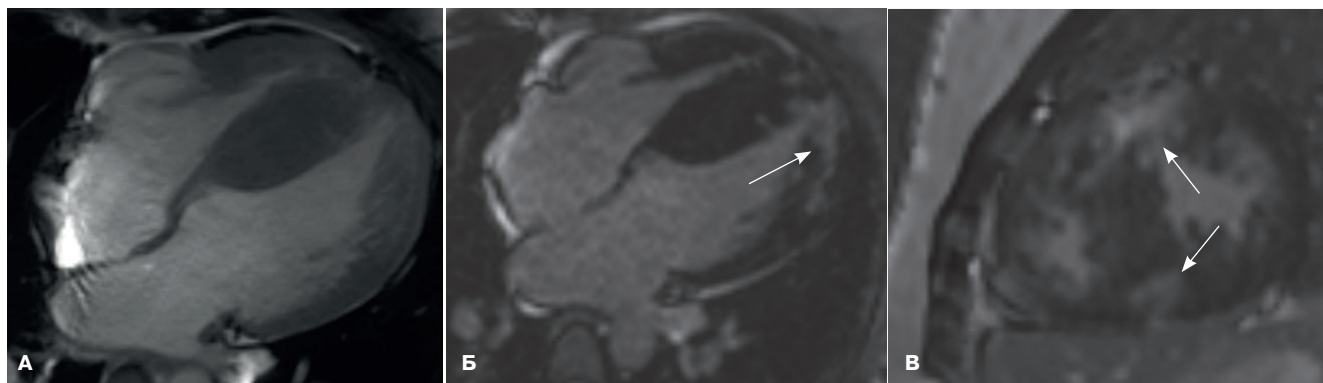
МРТ сердца пациентки 30 лет с подтвержденной мутацией в гене *MYH7* (G+).
